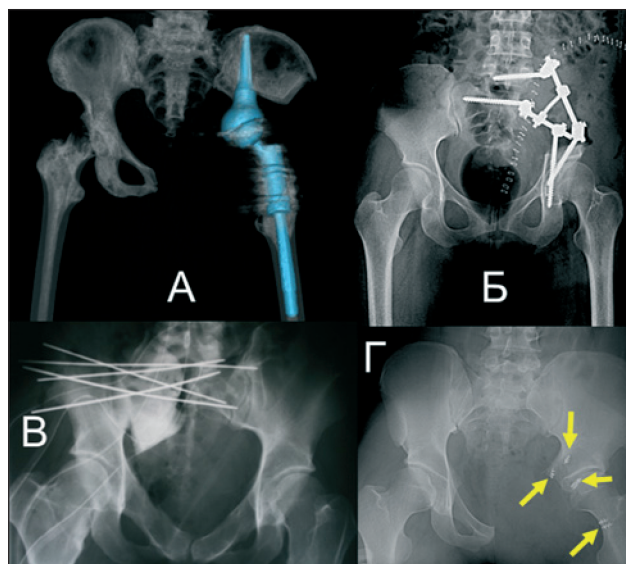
Рентгенограммы больных после оперативного лечения по поводу хондросаркомы костей тазового кольца: А – 3D модель после параацетабулярной резекции с реконструкцией вертлужной впадины и тазобедренного сустава модульным эндопротезом; Б – рентгенограмма после илеосакральной резекции с реконструкцией металлостеосинтезом титановыми направляющими и полиаксиальными винтами; В – рентгенограмма после илеосакральной резекции с металлостеосинтезом спицами и костным цементом; Г – рентгенограмма после парциальной параацетабулярной резекции с реконструкцией вертлужной впадины биосинтетической сеткой (стрелками указаны зоны фиксации сетки к костям анкерными винтами)
